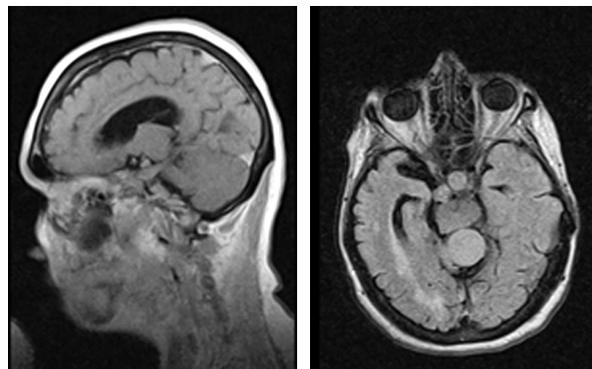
Пациентка Z. МРТ T2 ВИ. Визуализированы два объёмных образования: аденома гипофиза и менингиома свободного края намёта.
